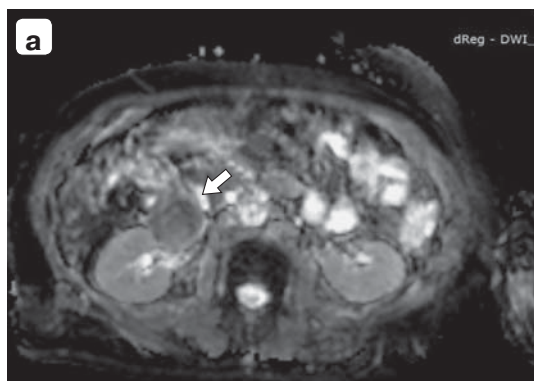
ГИСО ДПК: а – магнитно-резонансная томограмма, ДВИ, карта ИКД, опухоль гипоинтенсивная; б – макрофото.
